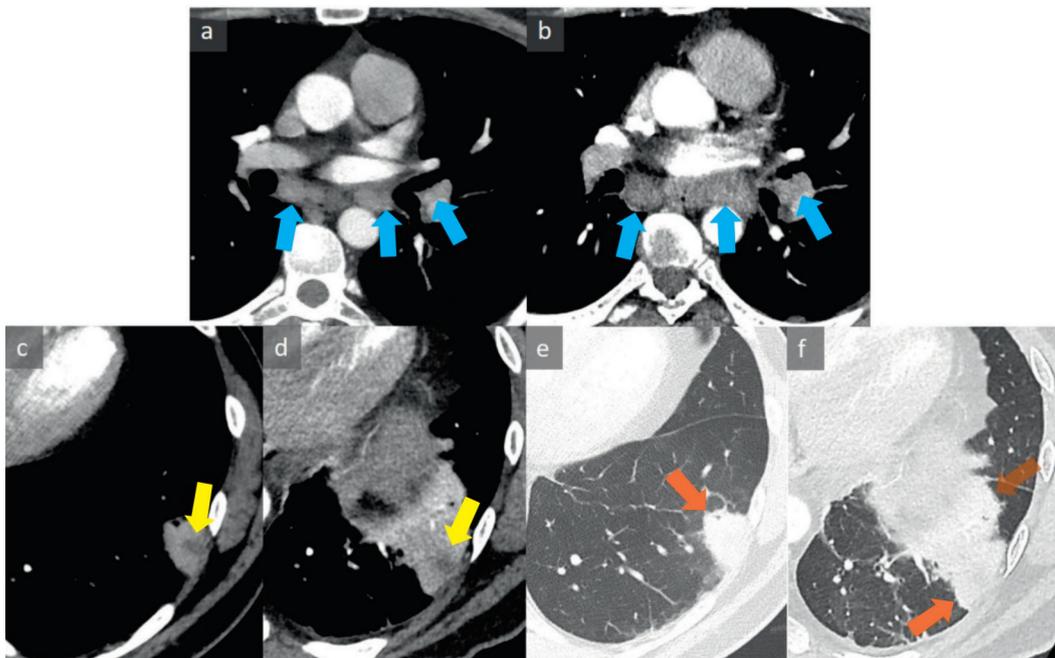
CT-scan thoracique du cas clinique n° 2
